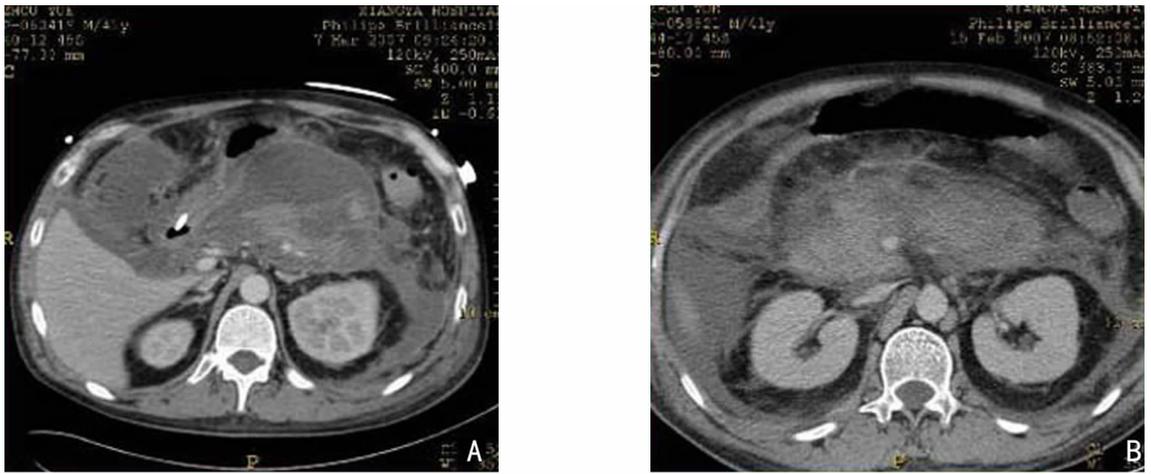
手术前后胰腺及胰周 CT 扫描情况。A:术前胰周液体积聚,可见蜂窝状坏死组织,正常胰腺组织很少;B:术后胰周液体、坏死组织明显减少,胰腺轮廓有所恢复,可见较多胰腺组织。
